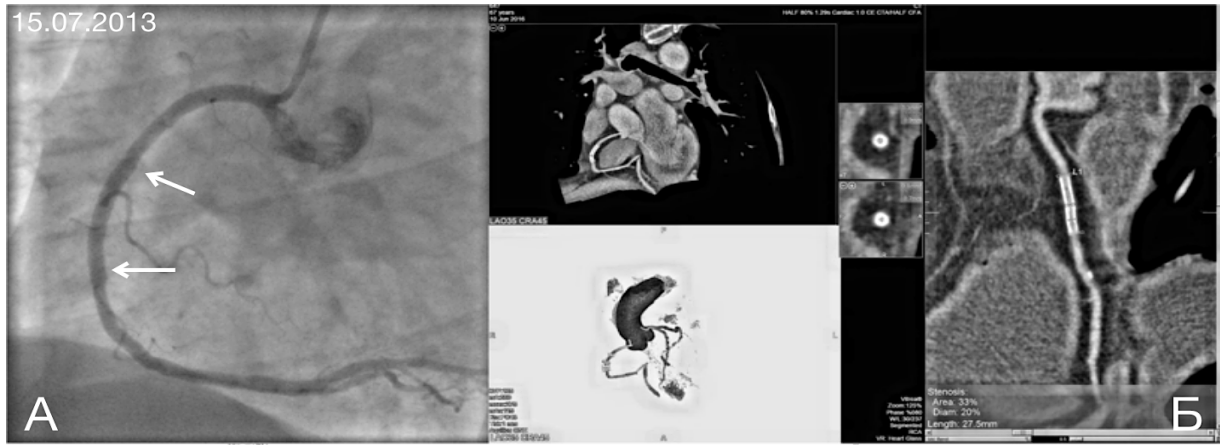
Стентирование правой коронарной артерии стентом *Xience V* 3.5x28 мм (диаметр просвета стента после постдилатации 3.75 мм). А – коронарограмма правой коронарной артерии после имплантации стента в среднем сегменте (стрелки). Б – МСКТ-коронарография через 35 месяцев после операции. Стент в правой коронарной артерии проходим. Диаметр и длина стента соответствуют ангиографическим данным.
